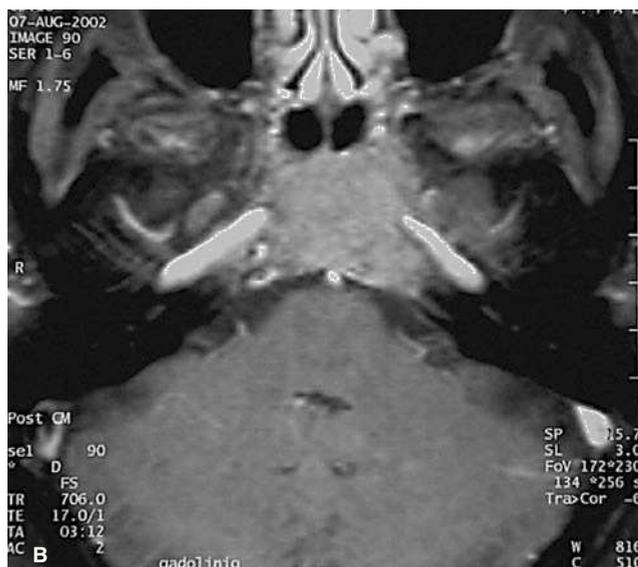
Resonancia magnética craneal. A: corte sagital T1 sin gadolinio; se observa una lesión hiperintensa en el clivus. B: corte axial T1 Fat-Sat y gadolinio; se observa la captación marcada de la lesión.
